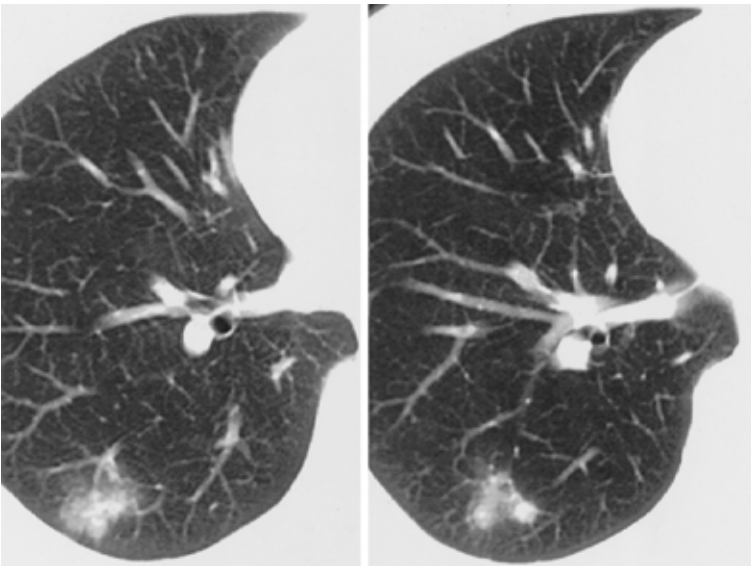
Chest CT scan reveals irregular nodular opacities in peripheral zone of right S6. Ground-glass opacities around nodule are also visible.
